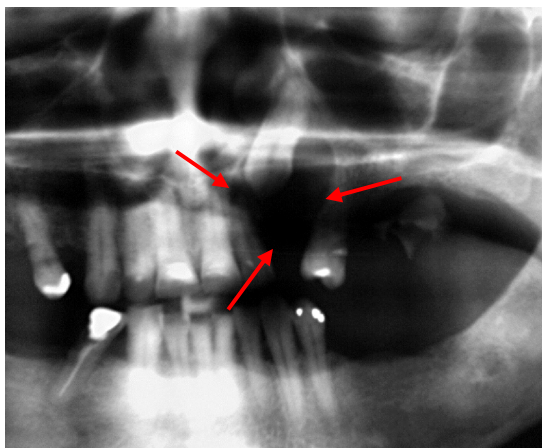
Radiografia evidenciando a imagem radiolúcida circunscrita envolvendo o canino superior do lado esquerdo (elemento dentário 23)
